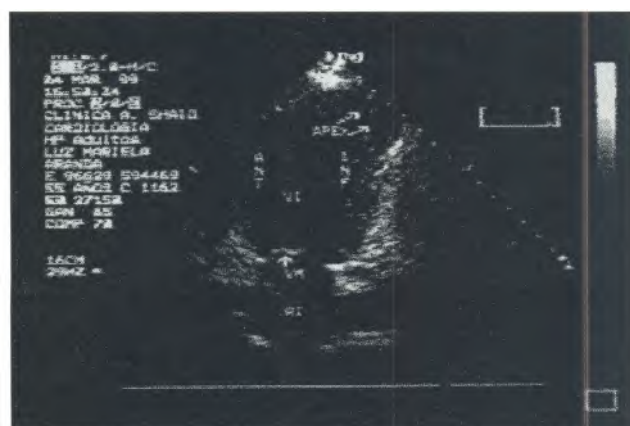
Aneurisma apical documentado por ecocardiograma 2-D
